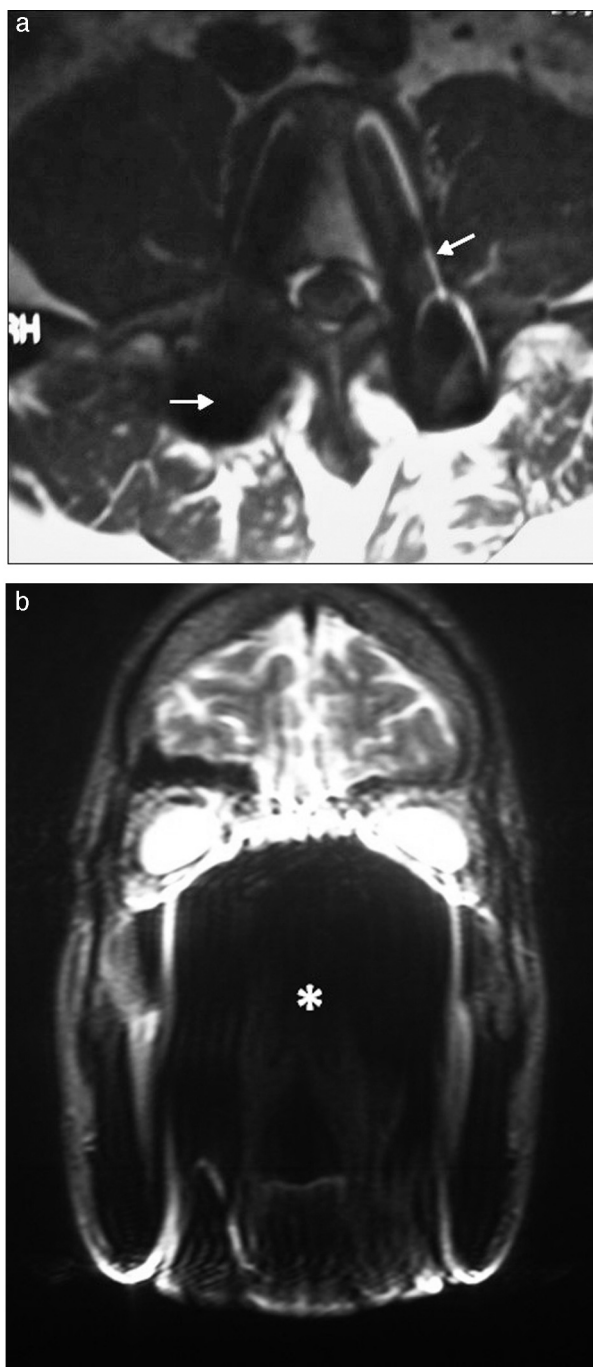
RM de columna lumbar, corte axial, en ponderación T1: (a) se observan elementos metálicos de osteosíntesis (tornillos) que distorsionan la imagen por artefacto de susceptibilidad magnética (flechas). (b) RM de maciza craneofacial, corte coronal, en ponderación T2: los brackets generan vacío de señal, alterando la normal visualización (asterisco).
